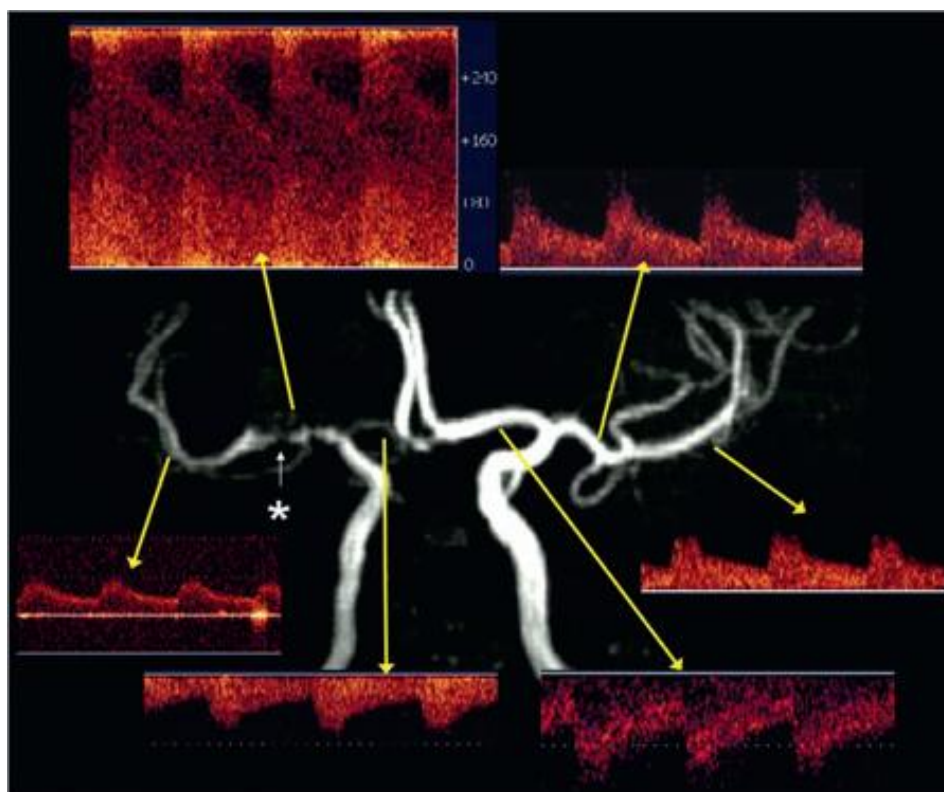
Angio-RM e respectivos padrões de fluxo obtidos por Doppler Transcraniano. \*: estenose da Artéria Cerebral Média.
